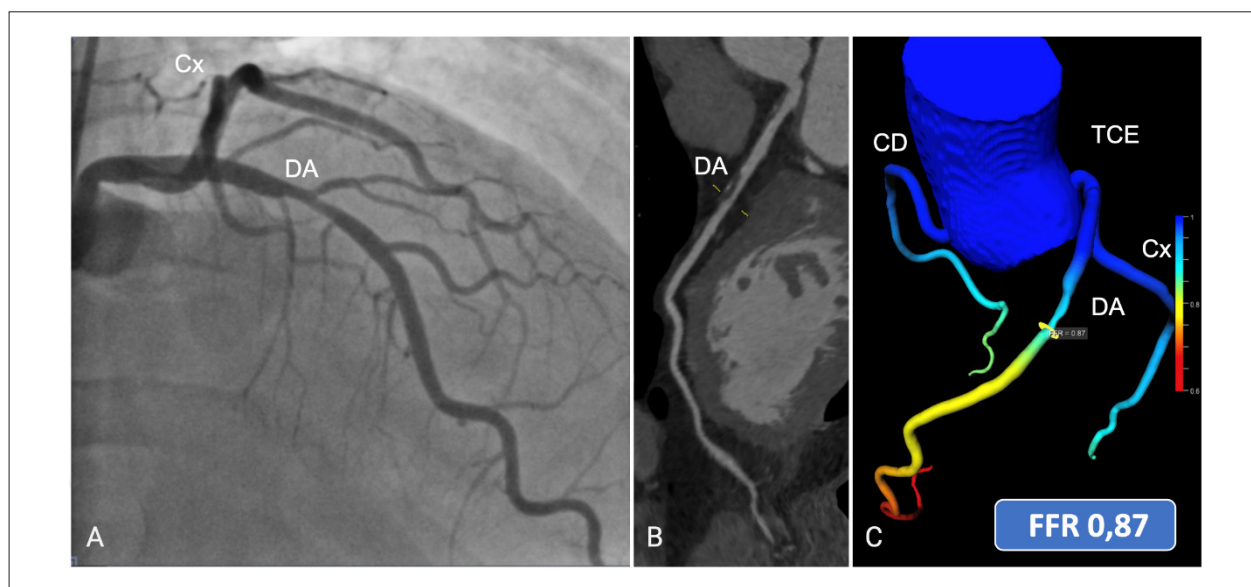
Caso Clínico 1. Figura A mostra imagem de cineangiogramia coronariografia com estenose moderada (50-69%) no segmento médio da DA do ano de 2019. Figura B mostra imagem de ATCC de 2022 com redução luminal moderada do mesmo paciente e sinais de HRP (*spotty calcification* e baixa atenuação). Figura C mostra FFR-CT 0,87 no segmento médio da DA. CAD-RADS 3/P2/HRP/I-. Fonte: caso gentilmente cedido por Dra. Thamara Carvalho de Moraes. DA: descendente anterior; TCE: tronco coronariano esquerdo; Cx: circunflexa; CD: coronária direita.
